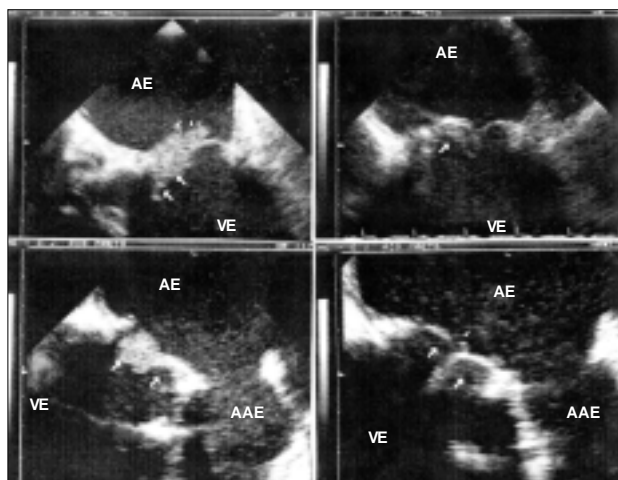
Imagens ao ecocardiograma transesofágico pré (esquerda) e pós (direita) tratamento nos pacientes 3 (superior) e 4 (inferior); as setas mostram a localização dos trombos nos folhetos das próteses mitrais, os quais reduziram de tamanho após medicação. VE - ventrículo esquerdo; AE - átrio esquerdo; AAE - apêndice atrial esquerdo; AO - aorta.
